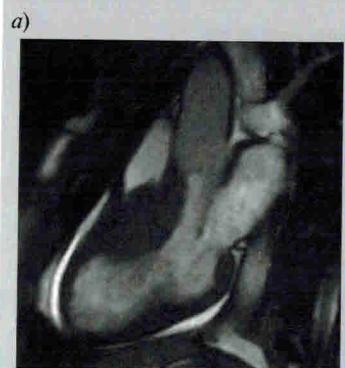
Магнитно-резонансные томограммы.
